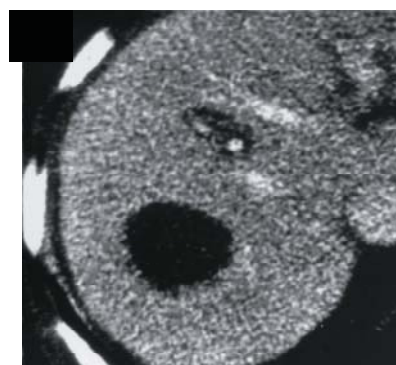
Axial arterial phase contact – enhanced CT image obtained 6 months after RFA.
